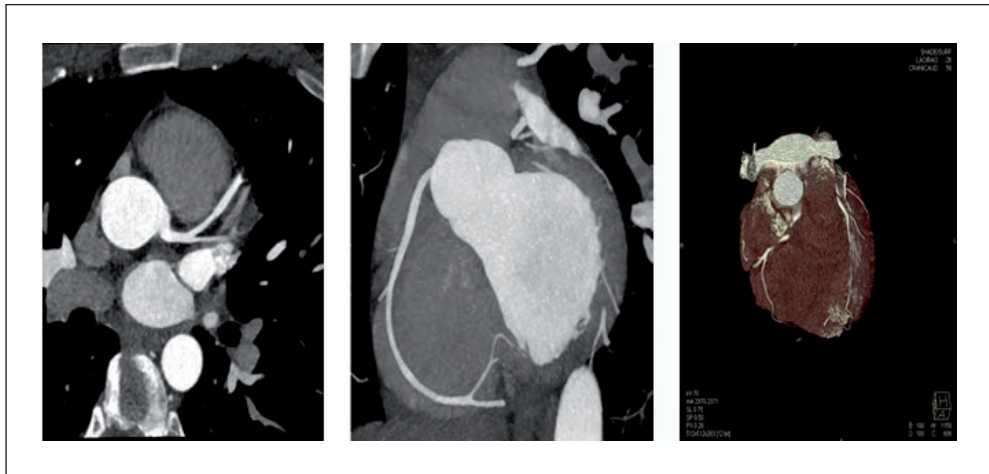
Dosisreduktion in der modernen Computertomographie mit intelligenten Methoden und innovativer Technologie. Die Kombination der einzelnen Schritte zur Dosisreduktion mit modernen CT-Geräten erlaubt es bei vielen Anwendungen, hohe Bildqualität auch im Sub-mSv-Bereich zu erzielen. Im Vordergrund stehen dabei pädiatrische und Herzuntersuchungen, die mit Kontrastmitteln und niedrigen kV-Werten durchgeführt werden. 0,3 s Abtastzeit, 70 cm/s Tischgeschwindigkeit, 70 kV, TCM/AEC, dynamische Kollimierung, iterative Bildrekonstruktion und dosiseffizienter „rauscharmer“ Detektor bei einer effektiven Dosis von 0,22 mSv. (Quelle: Prof. Stefan SCHÖNBERG, Mannheim)
